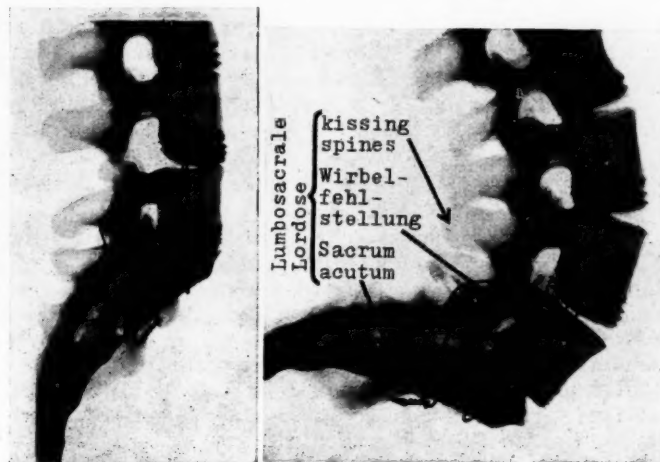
Röntgen-Aufnahme eines Wirbelsäulenskeletts. A. Aufnahme in Steilstellung. B. Aufnahme mit übertriebenen lumbosakralen Lordose (Kissing spines, Fehlstellung des präsakralen Wirbels, Sacrum acutum). Das Foramen intervertebrale des Lumbosakralgelenks ist eingeengt.
